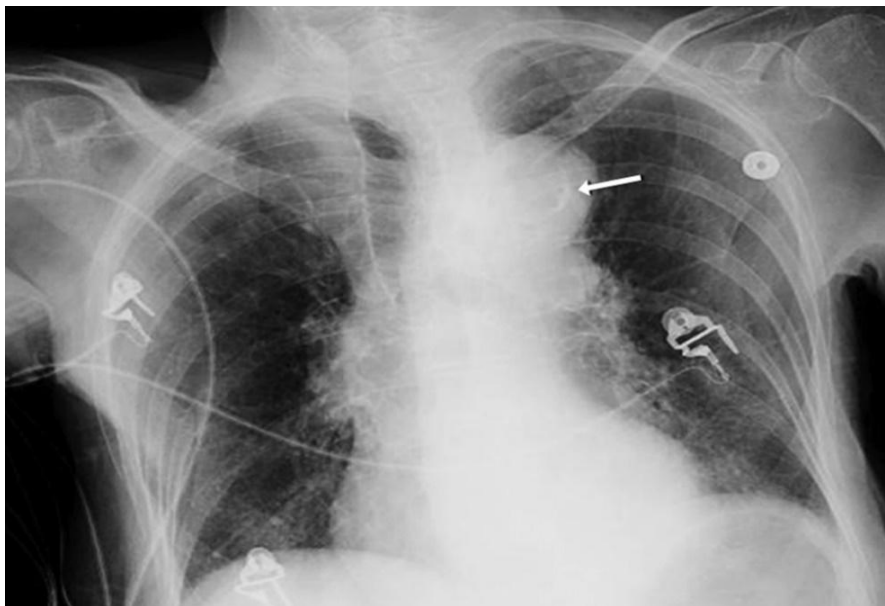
Radiografia torácica de um doente com dissecção aórtica com botão aórtico aumentado e sinal de cálcio (seta branca). (32)
